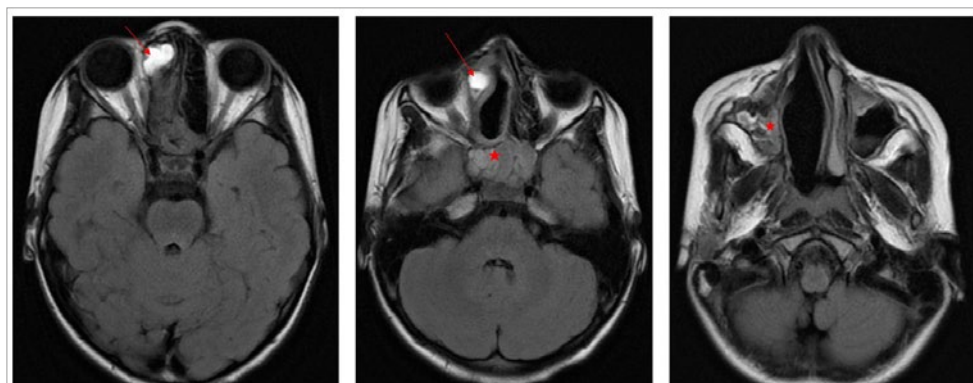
МРТ-изображения перед ревизионным оперативным вмешательством в аксиальной проекции, в режиме T2 FLAIR (с ослаблением сигнала от свободной жидкости). Стрелкой указано образование, подозрительное на рецидив опухоли, в области передних ячеек решетчатого лабиринта и медиальной стенки орбиты справа; звездочкой указаны инфильтративно-воспалительные изменения слизистой верхнечелюстной, клиновидной пазух
